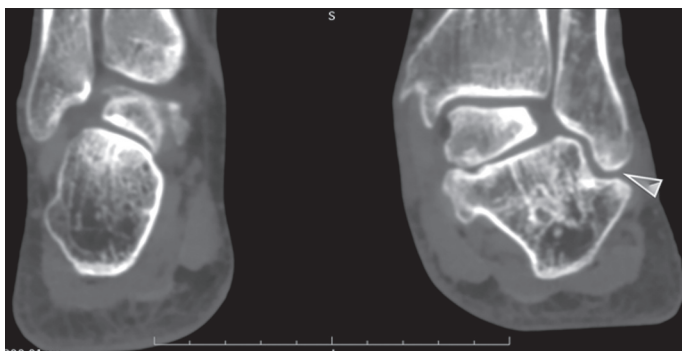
Малоберцово-пяточный импиджмент у пациента с приобретенным плоскостопием (данные КТ исследования)
